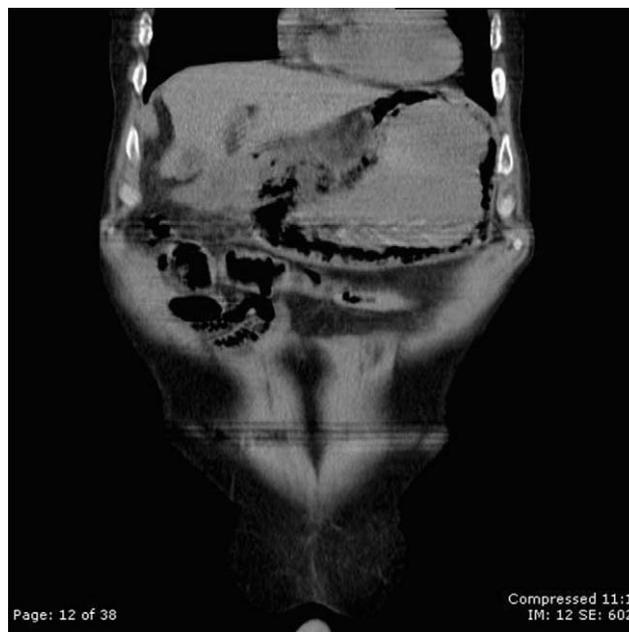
Tomografía abdominal con reconstrucción coronal que evidencia aire en la pared gástrica.
